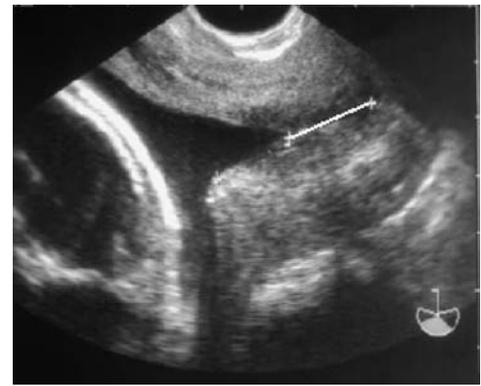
Échographie transvaginale. Col court et en « entonnoir » [22].
